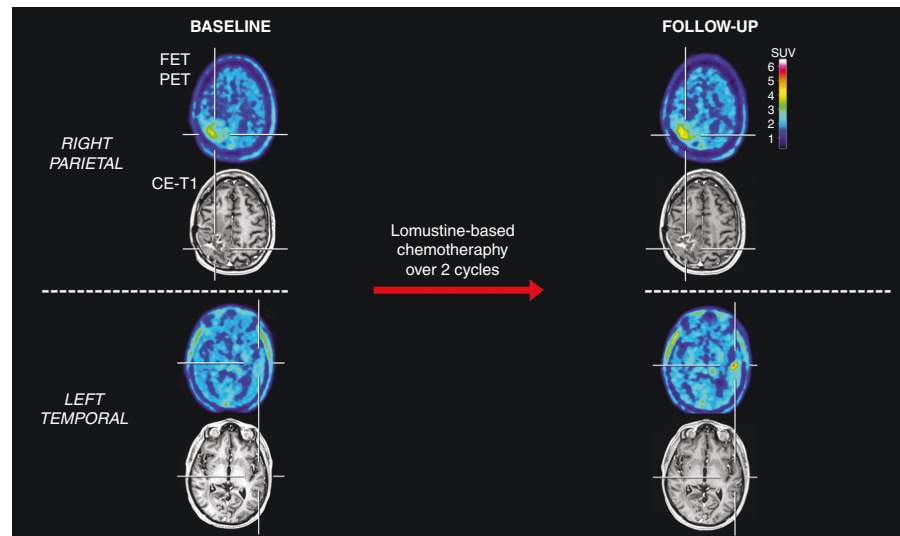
Patient with a right parietal glioblastoma with an unfavorable survival (patient #22). After two cycles of lomustine chemotherapy, the contrast-enhancing lesion on MRI appeared unchanged (*Stable Disease* according to RANO criteria) compared to the baseline MRI scan. In contrast, the corresponding FET PET at follow-up showed, relative to the baseline scan, an increased maximum tumor-to-brain ratio (TBR_{max}) and metabolic tumor volume (MTV) (relative increase, 21% and 14%, respectively). Additionally, a new distant hotspot lesion at follow-up was observed in the left temporal lobe on FET PET but not MRI. The patient had an unfavorable outcome with a PFS of 1.7 months and an OS of 9.1 months.
